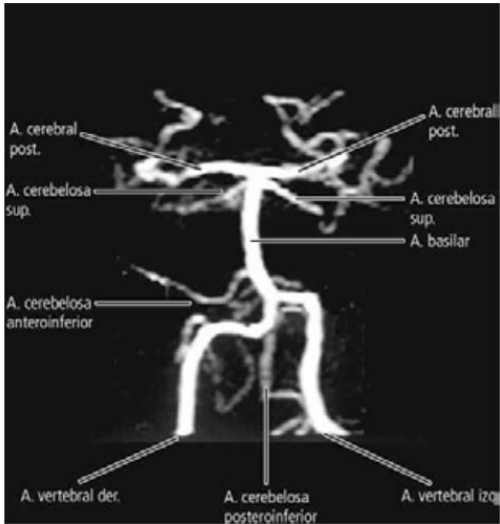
Angiorresonancia de vasos intracraneales. Vista anterior. Se visualiza la arteria basilar y el sistema vertebrobasilar.
